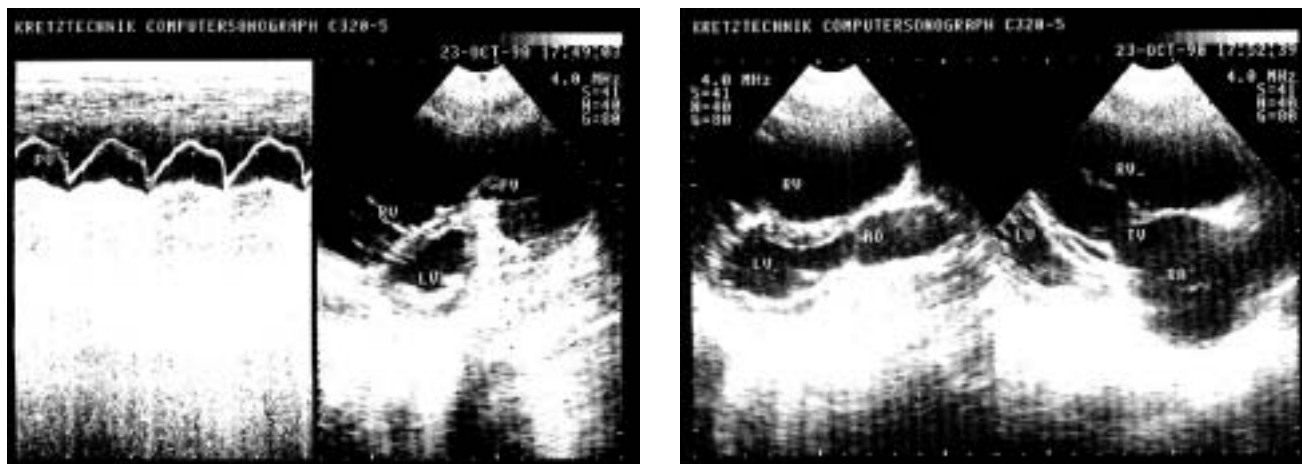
Эхокардиограмма при первичной легочной гипертензии: резкая дилатация ствола легочной артерии и правого желудочка, левый желудочек имеет форму «полумесяца».
